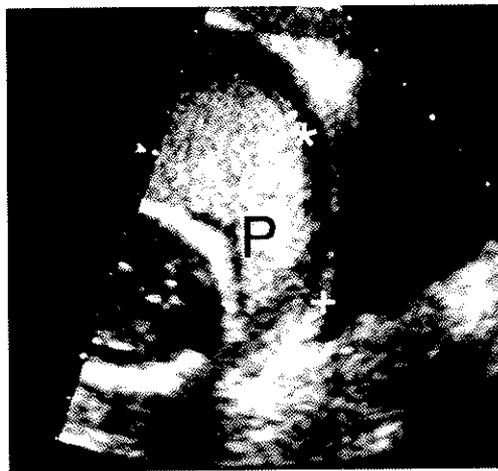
placenta normal en échographie (d'après Comstock et al. [20])
